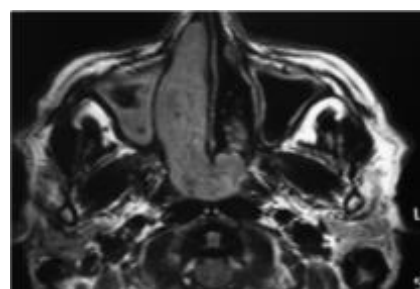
IRM en coupe axiale : comblement tissulaire en hyposignal T1de la fosse nasale droite et du cavum
